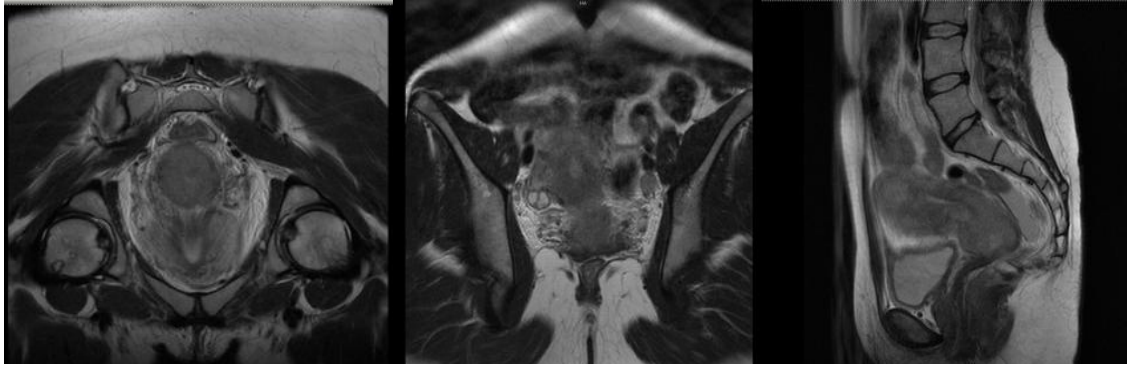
Carcinoma do colo do útero em RMN, planos axial (esquerda), coronal (centro) e sagital (direita). De notar que nas três imagens existe disrupção do estroma cervical, compatível com lesão expansiva do colo uterino (IPOC, 2012).
